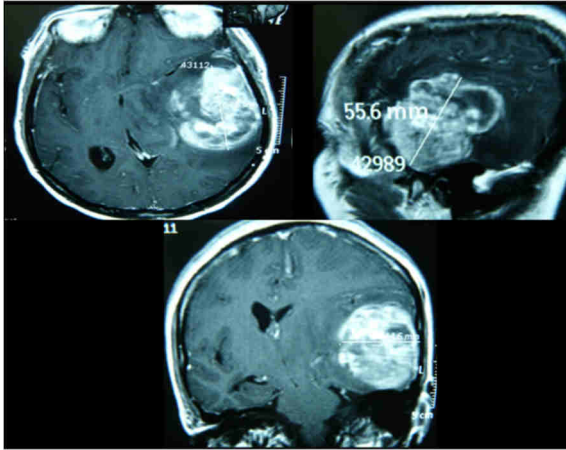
RMN craneal con contraste, en secuencia T1 en cortes axial, coronel y sagital evidencia captación irregular de contraste. Obsérvese lesión cuyo diámetro mayor corresponde a 55.6mm (tumor gigante), comprimiendo el sistema ventricular y desviación de línea media.
